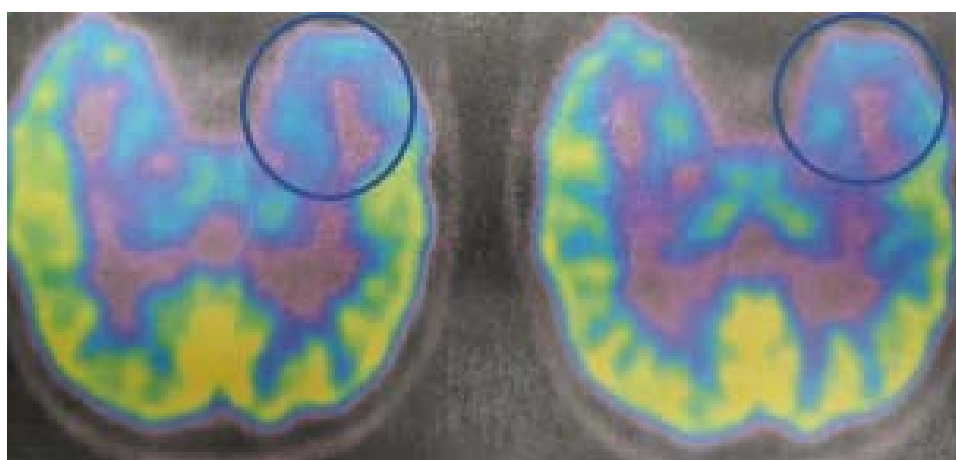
ПЭТ с ^{18}F -дезоксиглюкозой выявил гипометаболизм в полюсе левой височной доли.
